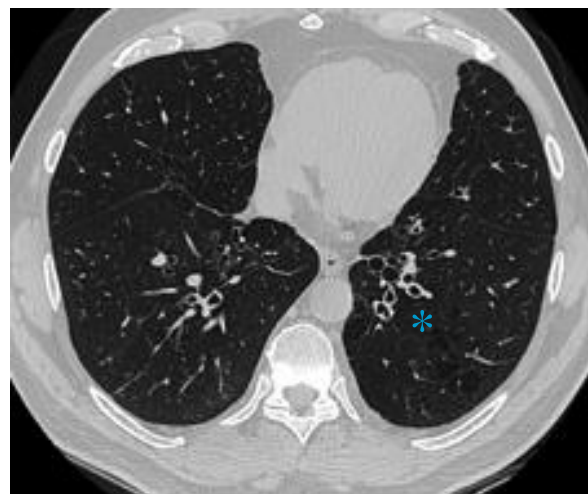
TDM, DDB cylindriques*
